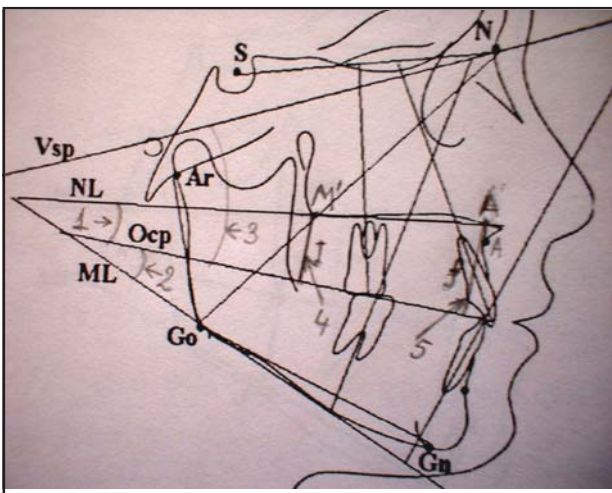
Угловые параметры телерентгенограммы головы
